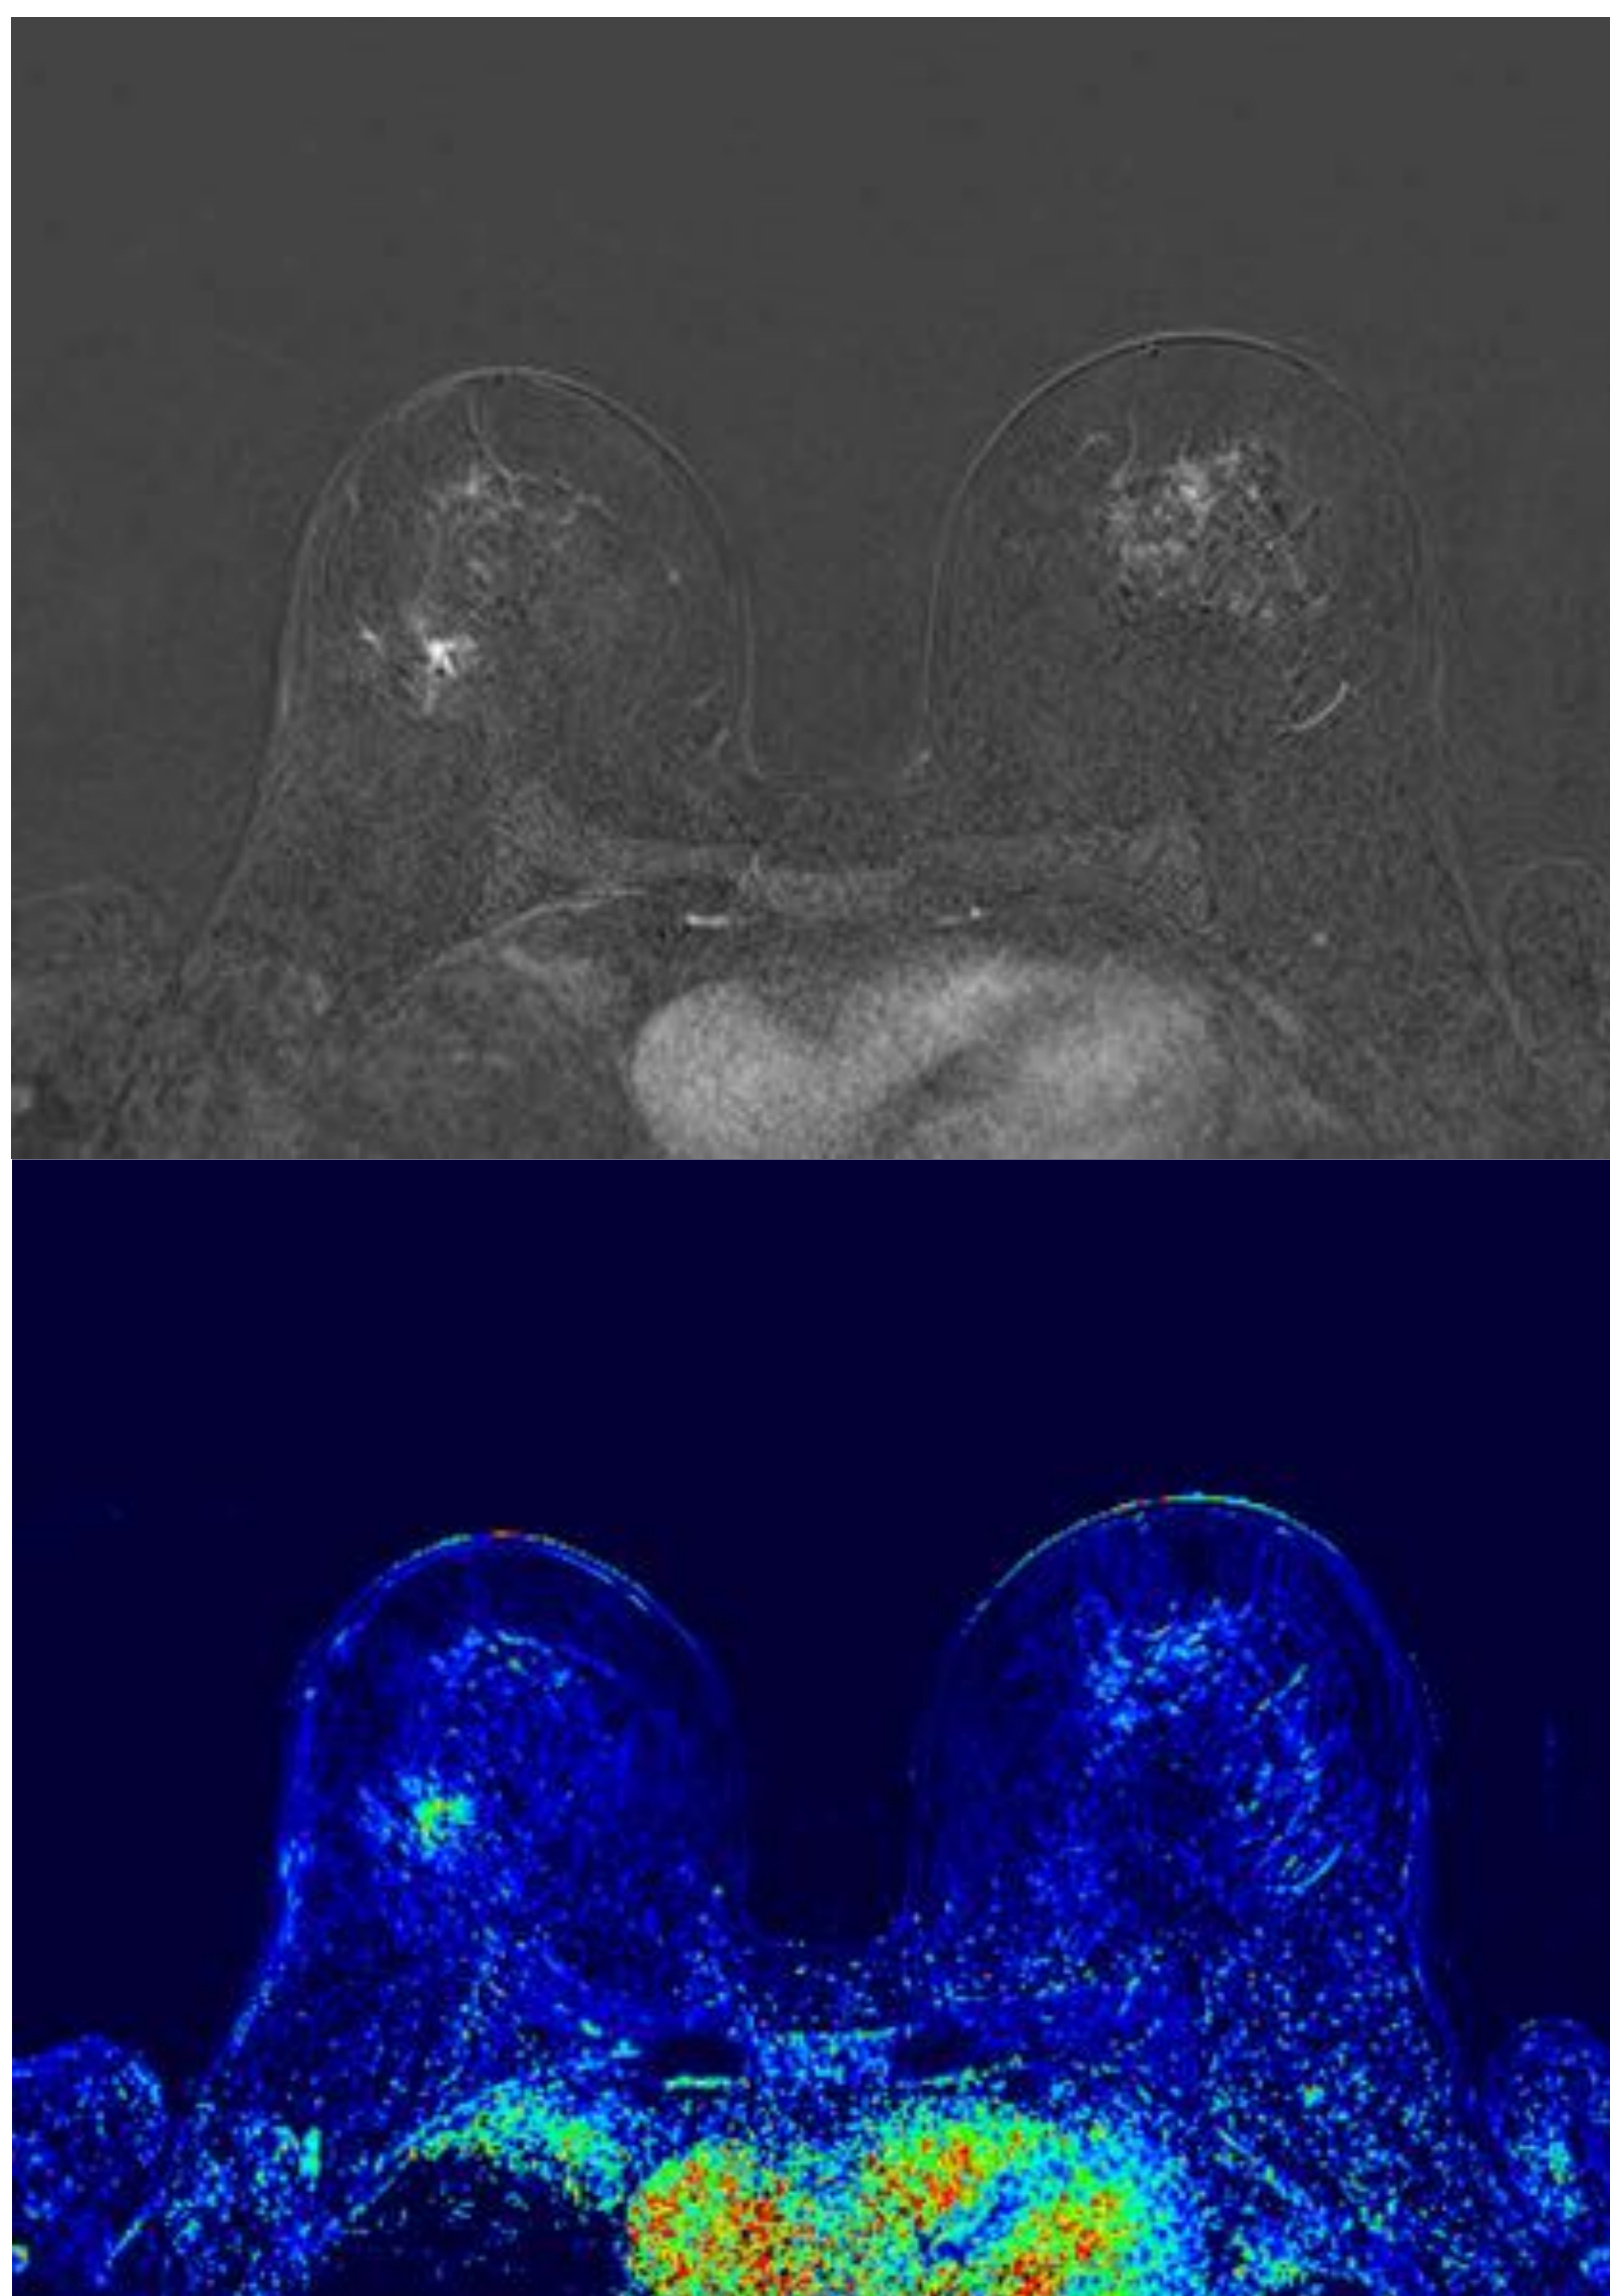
RM T1 con contraste sustracción con su respectivo mapa de colores. Realce de la distorsión en CSE de mama derecha de la paciente 1. Biopsia: CDI.
